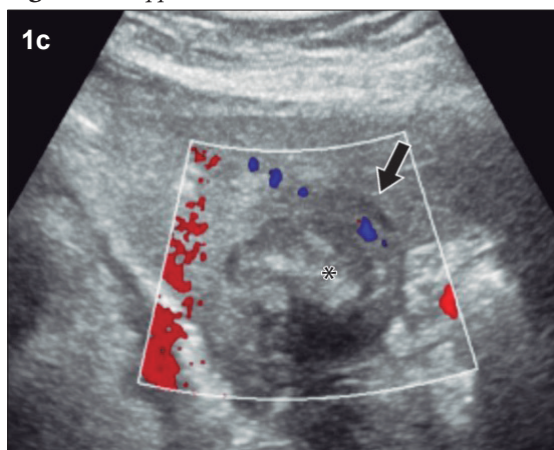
Ecografía hepática con transductor convexo, en modo B (a y b) y Doppler color (c)
